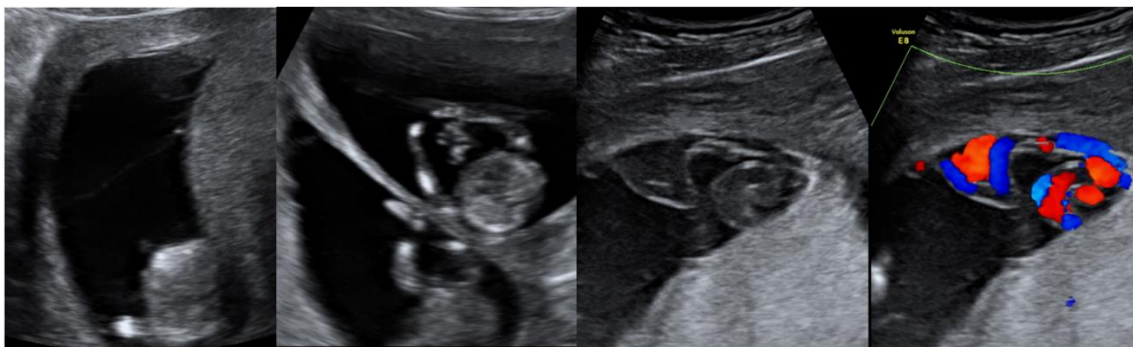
De izquierda a derecha: Signo T (gestación monocorial) y signo lambda (gestación bicorial). Inserción velamentosa de cordón, con imagen 2D y con Doppler color. Fuente: Creado a partir de la biblioteca virtual de imágenes del programa View-Point. C. Gutenberg.
